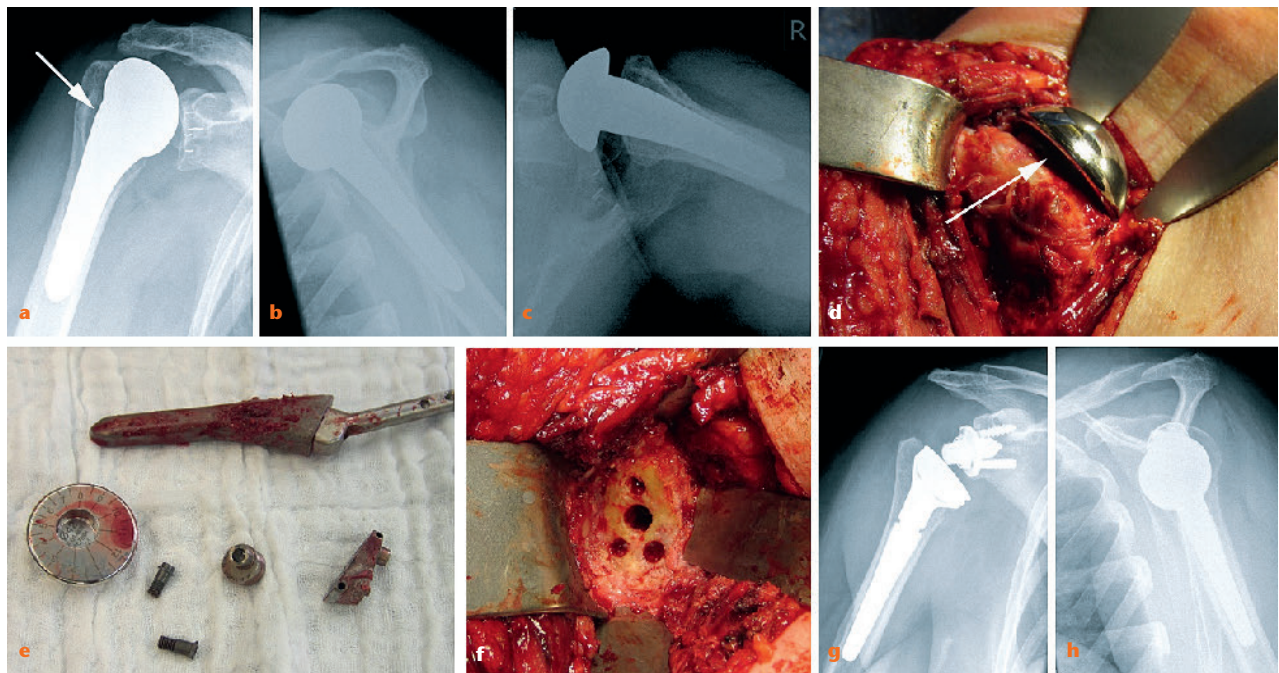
62-jährige Patientin 12 Monate nach Versorgung einer Omarthrose mit Schulter-TEP (unzementierter Stiel, zementierte PE-Pfanne). Im Nativröntgen (a true-ap, b outlet, c axial). Humeruskopfhochstand als Zeichen des Rotatorenmanschettenversagens mit antero-superiorem escape (a–c). Stress-Shielding proximal unter der Kalotte (weißer Pfeil in A und D). Intraoperativ nach Lösen der Adapter und des metaphysären Verbinders vorsichtiges Lösen des Stieles distal mit schmalen Klingenmeißeln und Extraktion mit dem Ausschläger ohne Humerussplit (e). Die Pfanne zeigt nach Entfernung des zementierten PE's einen contained defect (f), der eine primäre Verankerung einer inversen Basisplatte mit zentralem Zapfen und Schrauben zulässt. Postoperatives Ergebnis in Röntgen (g true ap, h outlet) nach Versorgung mit einer inversen schaftgeführten STEP (Schaft unzementiert, 40er Glenosphäre, Lateralisierung + 2 mm) (g, h).
